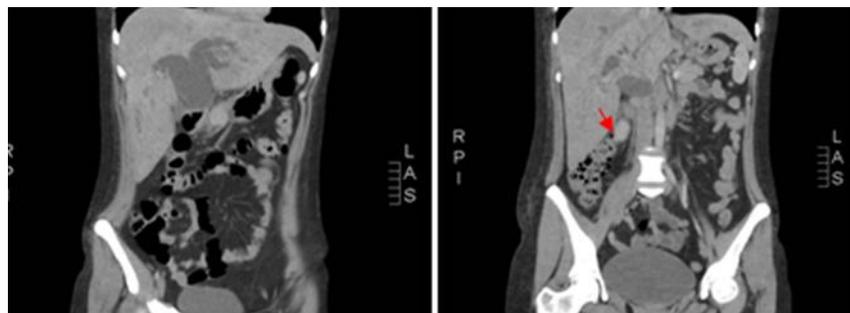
Imágenes de la tomografía axial computarizada de abdomen. La flecha roja indica hígado laminar en hilio hepático e incremento del número de ganglios paraaórticos izquierdos.
